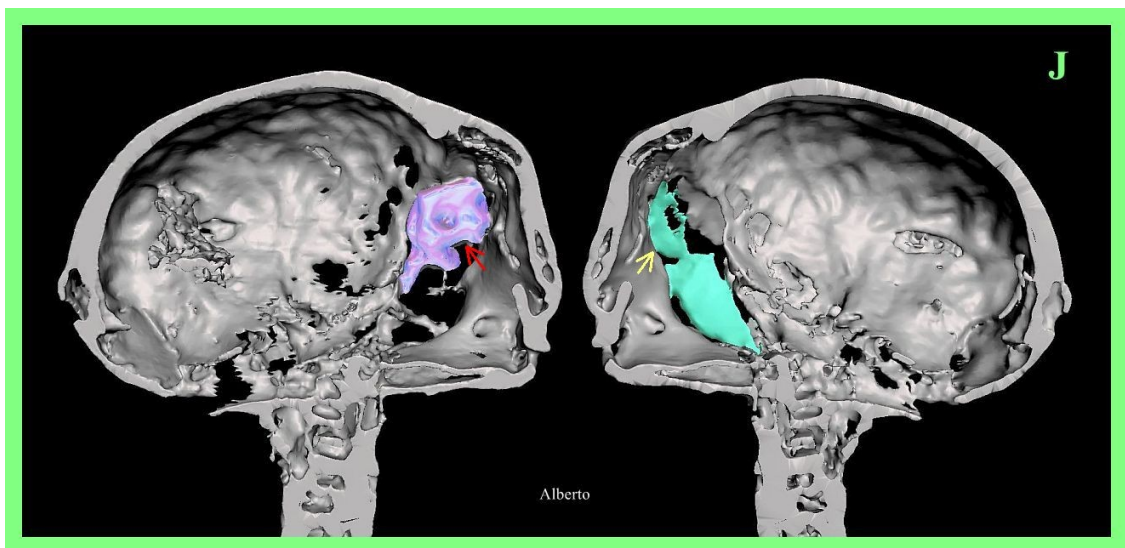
TC 3D de las mitades izquierda (izquierda) y derecha (derecha) del cráneo de 'Alberto'. La cápsula ótica izquierda (flecha roja) está intacta pero en una ubicación más alta que en 'Josefina' y 'Luisa'. Un presunto injerto óseo ocupa el lugar de la cápsula ótica derecha ausente (flecha amarilla).
